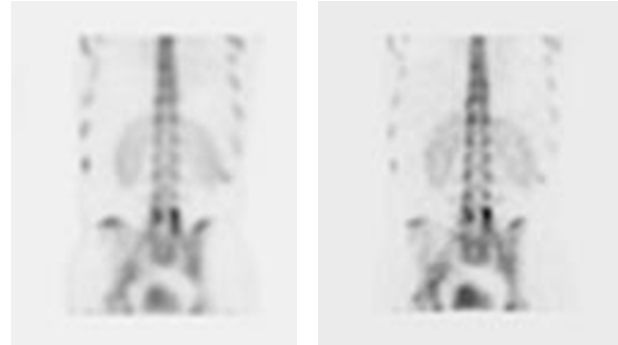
Bone L-Spine SPECT/CT (Non AC & AC).
